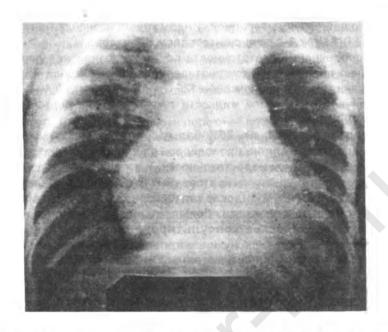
Рентгенограмма органов грудной клетки у ребенка с открытым артериальным протоком (объяснения в тексте)
